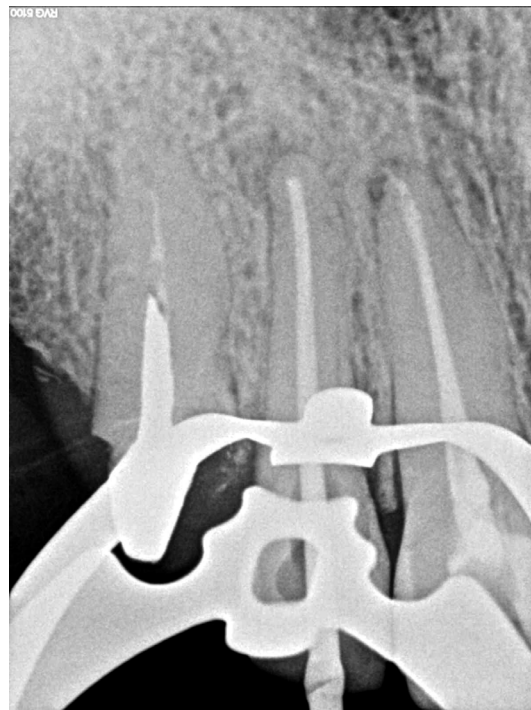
Radiografia de Odontometria
